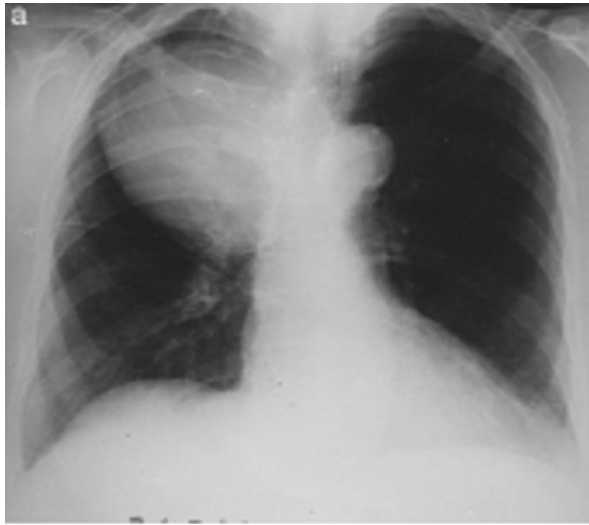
Radiographie thoracique retrouvant une opacité médiastino-pulmonaire apicale droite .[25].
